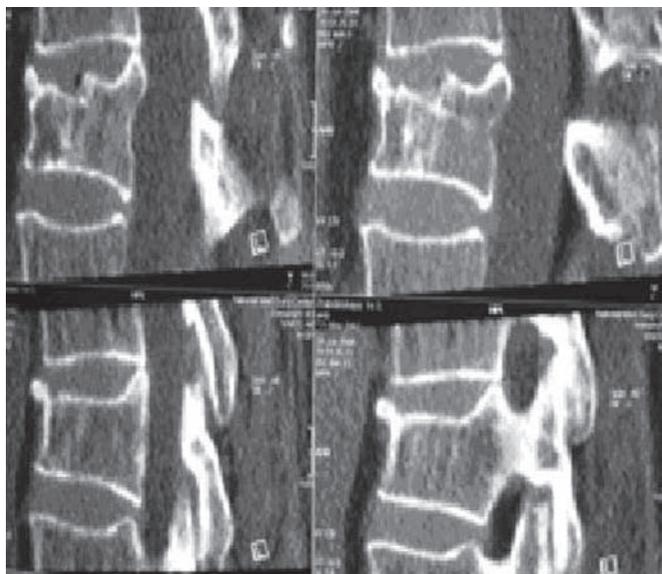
Компьютерная томограмма в сагиттальной реформации больной Ж., 64 лет, с компрессионным переломом тела позвонка L1 на фоне остеопороза.
